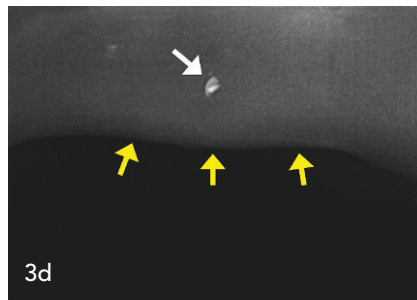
Klinische Aufnahmen der verheilten Lippenverletzung sechs Wochen nach Frontzahntrauma (a–c). Weichgewebsröntgenbild der Oberlippe mit erkennbarer röntgenopaker Struktur (weißer Pfeil) im Bereich der weichgewebigen Struktur (gelbe Pfeile markieren Rand der Lippe) (d). In der initialen Zahnfilmaufnahme ist bei Vergrößerung am Rand eine teilweise abgebildete Struktur sichtbar (weißer Pfeil), die rückblickend als das im Lippenweichgewebe verbliebene Fragment interpretiert werden kann (e).
